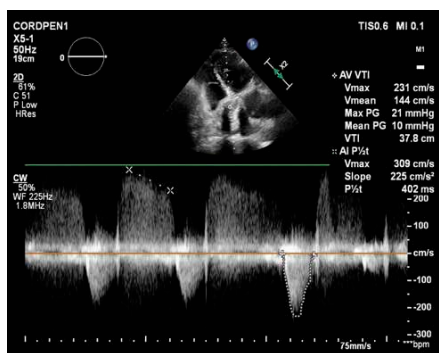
Ecografie transtoracică, secțiune apical 5 camere, CW Doppler – regurgitare paraprotetică aortică moderată, flux transprotetic normal
